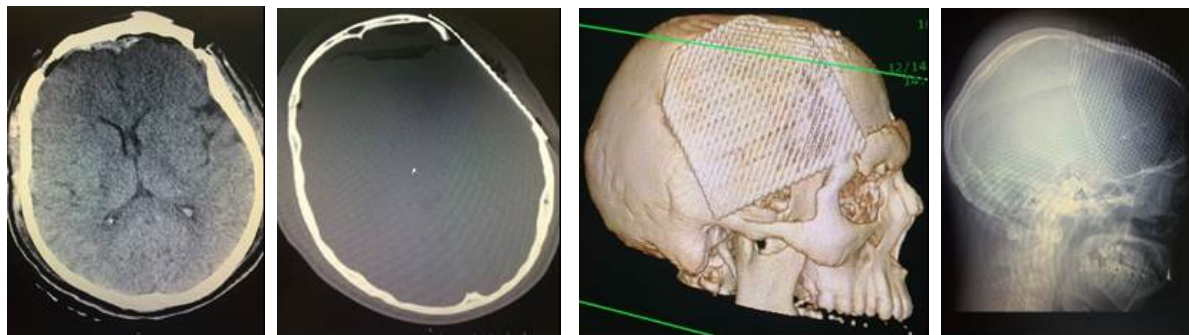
Послеоперационные КТ и обзорный рентгеновский снимок пациента Ф. после операции
